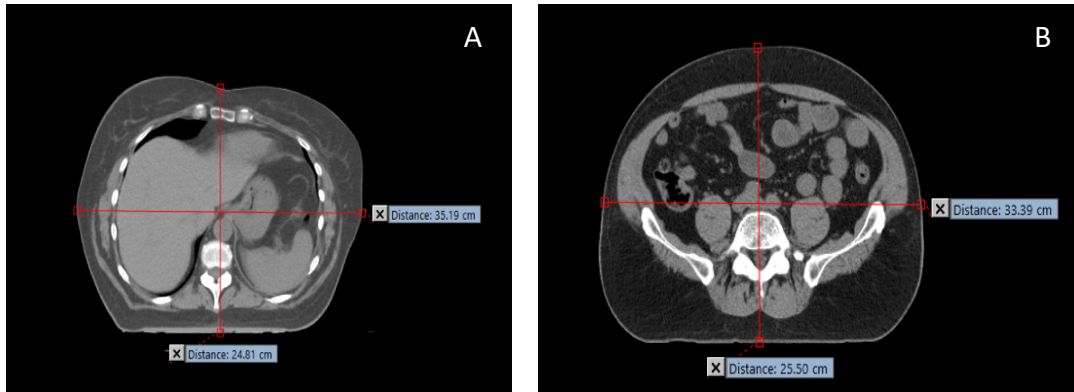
Exemplo de medição AP e L em cortes axiais de TC-planeamento, medida pele a pele.
